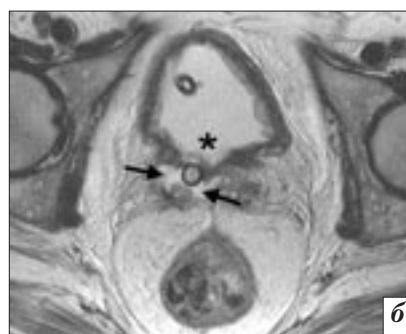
МРТ малого таза, T2-ВИ в сагиттальной и аксиальной плоскостях (а, б); МСКТ до (в) и после (г) внутривенного контрастирования в экскреторную фазу, 3D-реконструкции.
